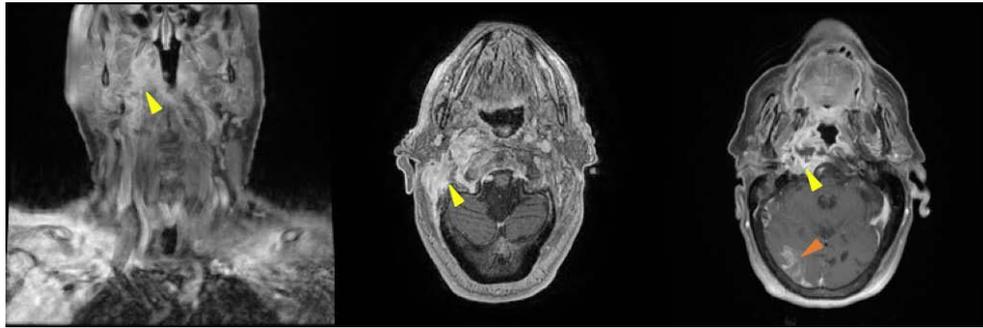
IRM montrant une ostéite de plusieurs structures osseuses de l'hémicrâne droit et une vascularite carotidienne interne droite avec sténose sous-occlusive près de l'entrée du canal carotidien (pointes de flèches jaunes sur la figure), avec une lésion ischémique cortico-sous-corticale droite sur le lobe occipital droit (pointe de flèche rouge, panneau droit de la figure). [91]
